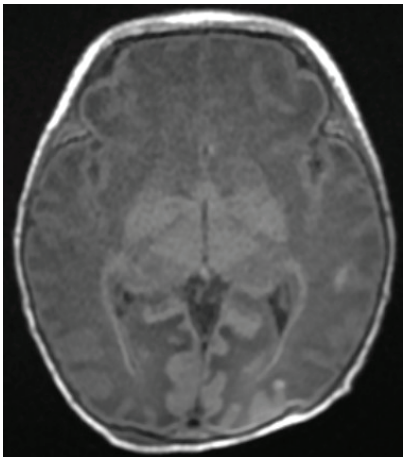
МРТ головного мозга, гестационный возраст пациента 35 нед. и 3 дн., аксиальный срез, последовательность T1. Диффузное снижение интенсивности сигнала от белого вещества, а также рассеянные субкортикальные очаги в левой затылочной, височной долях, гиперденсная подчеркнутость борозд левой затылочной доли. Собственное клиническое наблюдение
